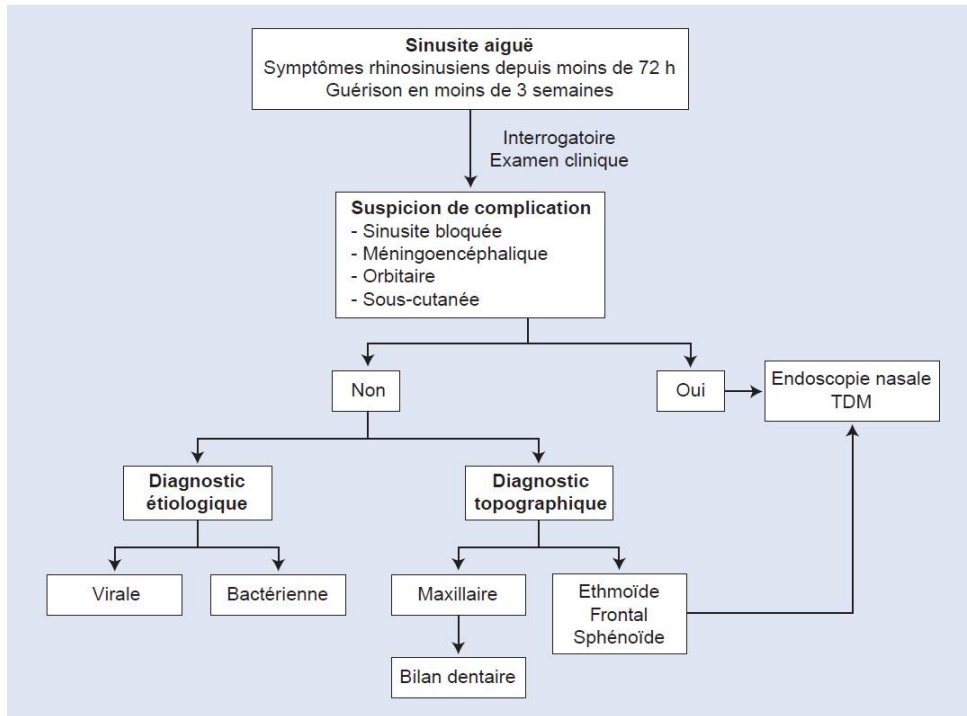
Arbre décisionnel de la prise en charge d'une sinusite aiguë. TDM : tomodensitométrie [92].
